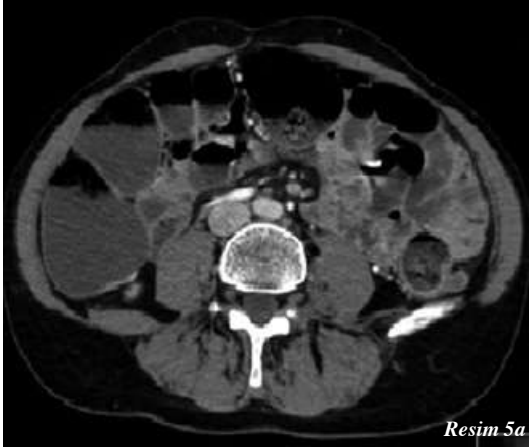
Müsinöz peritoneal implant. a- Kontrastlı BT ve b-koronal reformat görüntüde dalak yüzeyinde kistik implantlar, karaciğer yüzeyinde semisolid implant görüldüyor.
